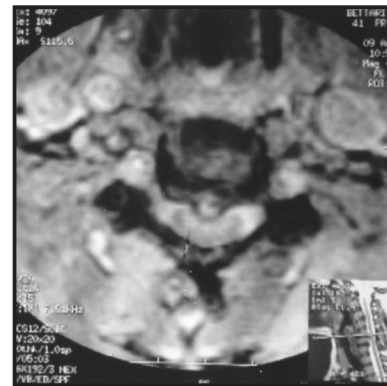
IRM du rachis cervical en coupe axiale : hernie discale médiane au niveau de C5C6.
